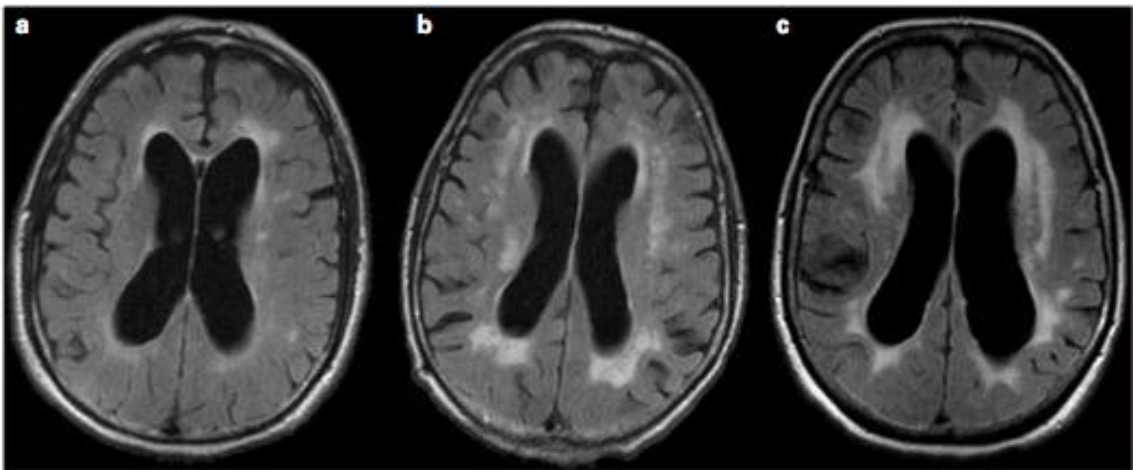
Ejemplos de la escala ARWMC (age-related white matter changes) para la evaluación de la sustancia blanca con imágenes de resonancia magnética: a) Grado 1: lesiones focales; b) Grado 2: comienzo de lesiones confluentes; c) Grado 3: lesiones difusas que comprenden regiones enteras, y que afectan o no a las fibras en U ¹¹⁷.
